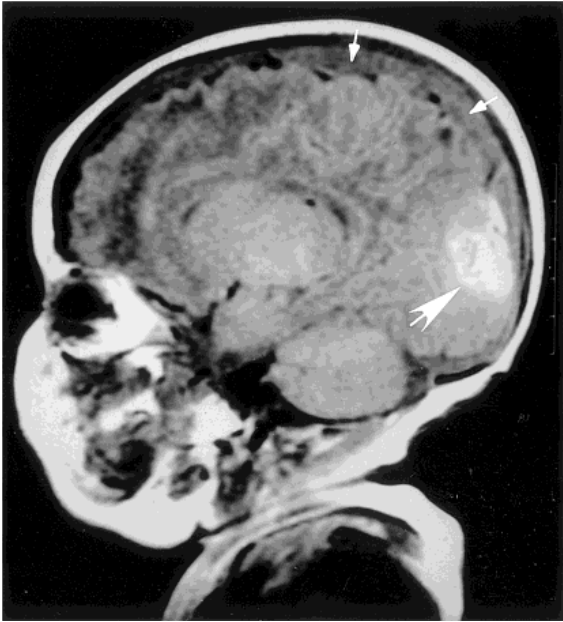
Aksijalni prikaz obostranog kroničnog subduralnog krvarenja snimljen magnetskom rezonancom (strelice). Tekućina, uključujući cerebrospinalni likvor i krv, prikazana je hiperdence (bijelo), dok je parenhim mozga prikazan različitim nijansama sive boje. Mehanizam ozljede odgovoran za navedeni prikaz je protresanje (1).
